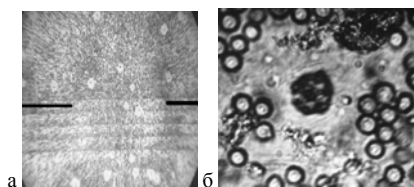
Ускоренное образование бляшек локального гемолиза под воздействием ПЭТ:
